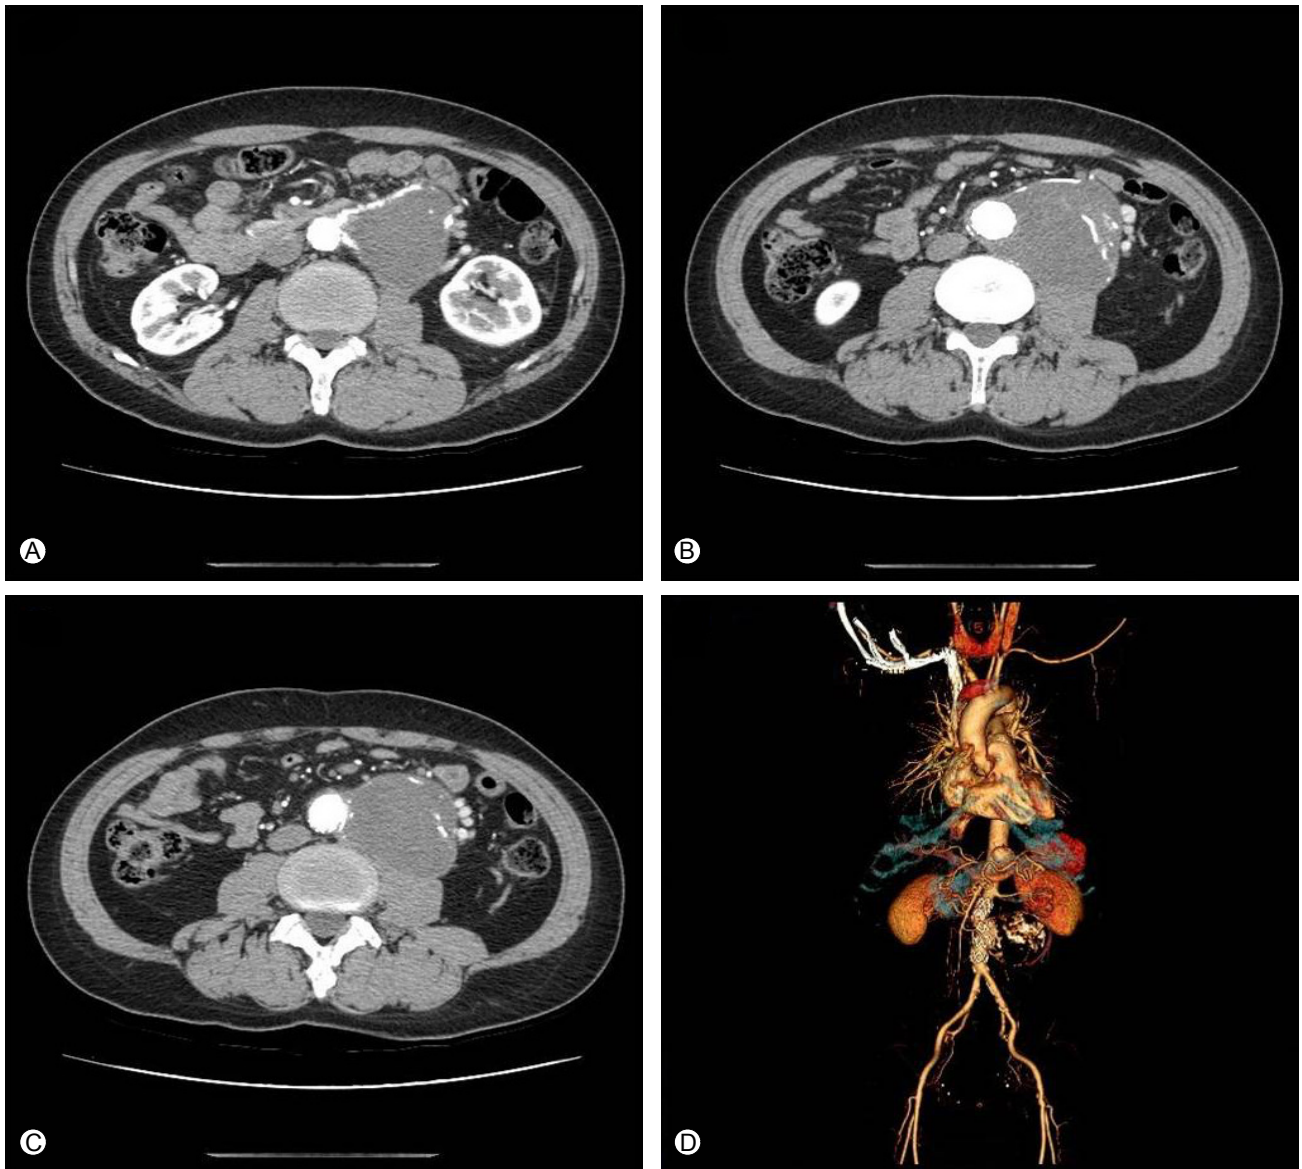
Follow-up CT and 3-D reconstructed image (A-D) after 36 months showed that the aortic pseudoaneurysm was repaired without an endoleak by the endovascular stent graft. In addition, the thrombosed aneurismal sac decreased to 8.5 cm in diameter.
